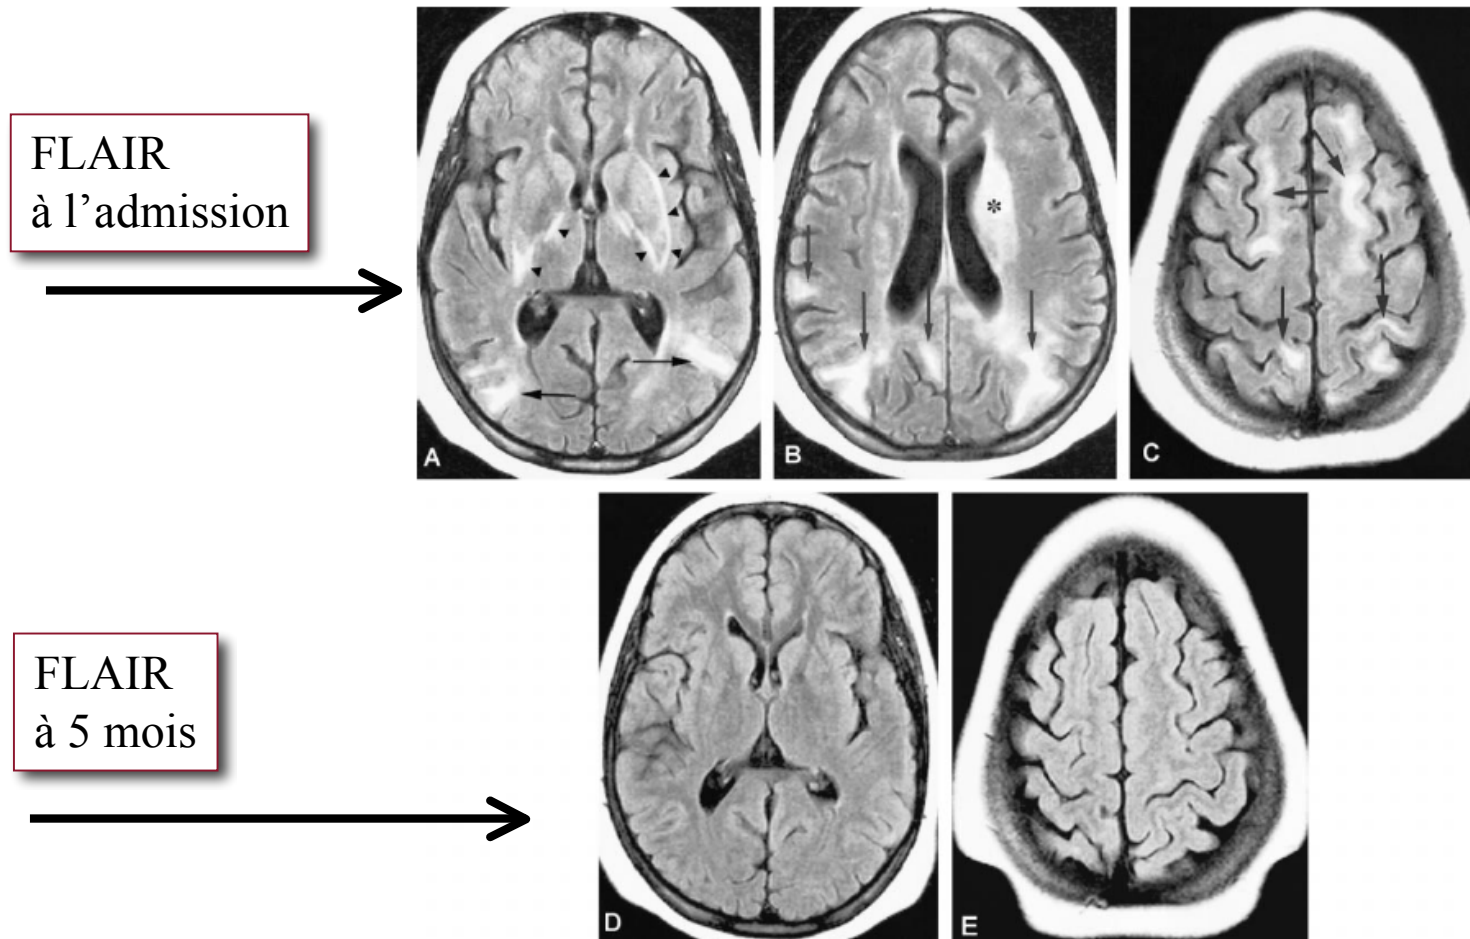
Case 12: 13-year-old girl with systemic lupus erythematosus who presented with hypertension and status epilepticus. MR imaging was performed 5 days later.
